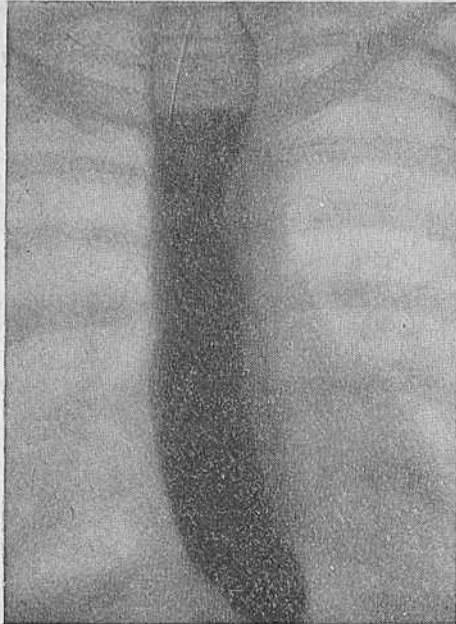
Больная П-р. Рентгенограмма пищевода в прямой проекции. Расширение просвета пищевода с четко различимым вдавлением от дуги аорты.
